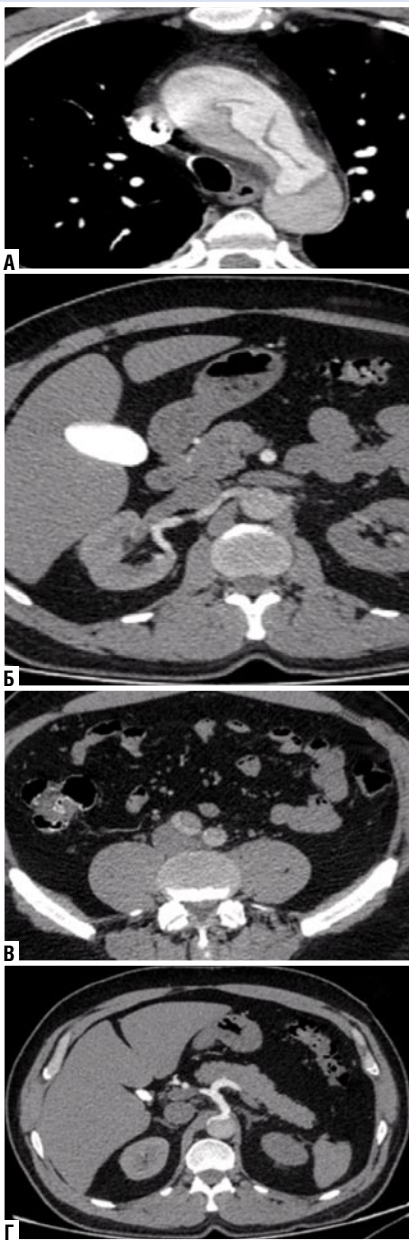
МСКТ сердца и аорты с контрастированием. А – расслоение в восходящем отделе и дуги аорты; Б – расслоение почечных артерий. Отхождение левой почечной артерии от ложного просвета; В – расслоение подвздошных артерий с задавленным истинным просветом; Г – отхождение чревного ствола от аорты с задавленным истинным просветом.
